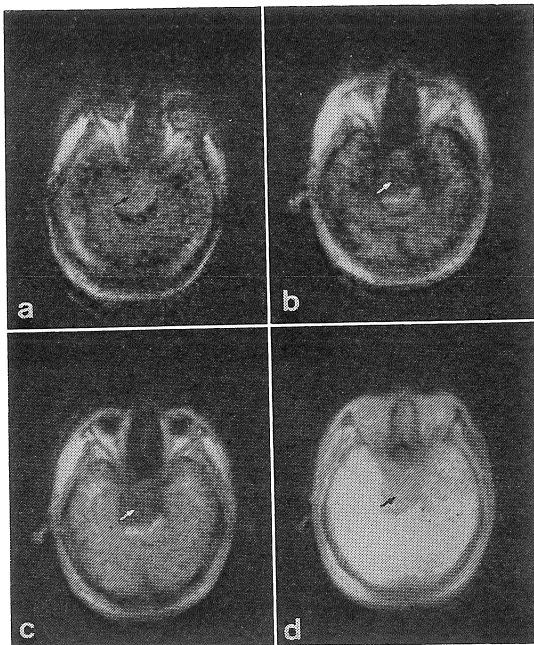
NMR-CT images in a case of dermoid in the clival region.
